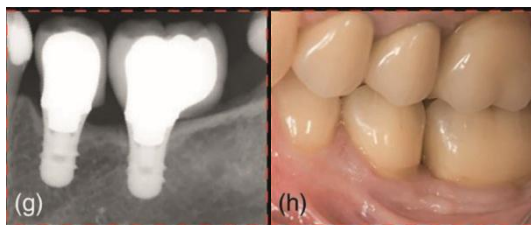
2 implants + couronnes unitaires, radiographie et situation clinique après 5 ans de suivi (Thoma et coll., 2021)
